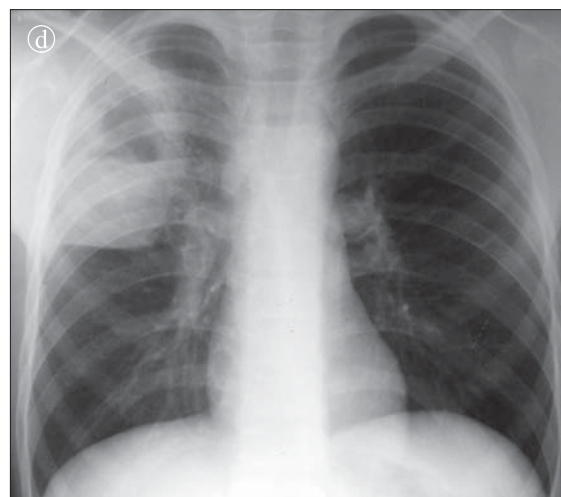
Abces pulmonar în evoluție. a) Radiografie toracică PA. Opacitate cu structură inhomogenă situată în segmentul II al lobului superior drept. b, c) Secțiuni toracice axiale CT. Zonă de condensare pulmonară cu structură inhomogenă cu câteva imagini aerice proiectate central. d) Radiografie toracică PA după vomica. Imagine hidroaerică cu perete gros.
